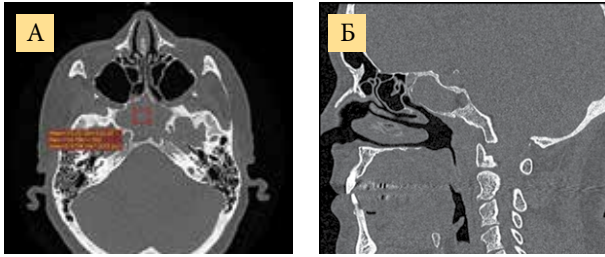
КТ ОНП: аксиальная (А) и сагиттальная (Б) плоскости. Смешанный режим
